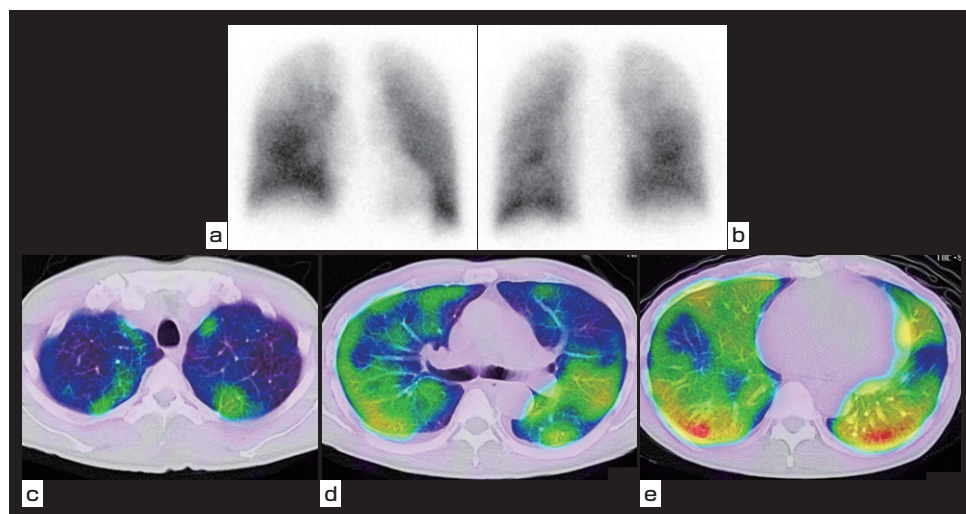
診断時肺血流シンチグラフィ a.平面前面像 b. 平面後面像 c~e. SPECT/CT横断像
